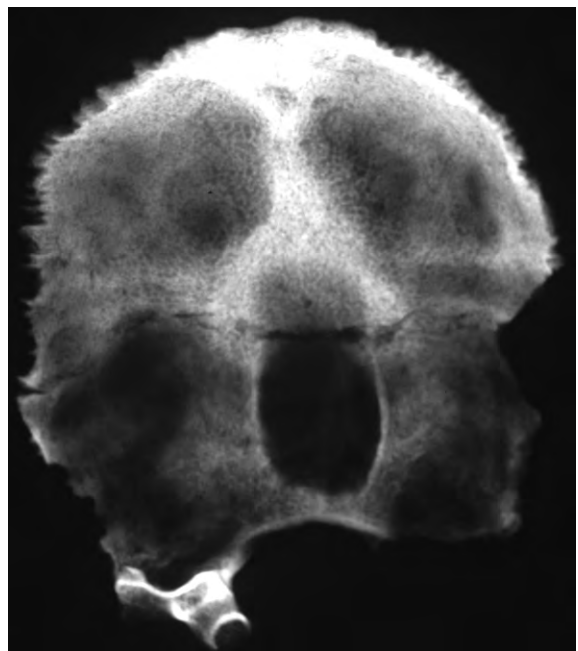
Radiografia del cas precedent.
